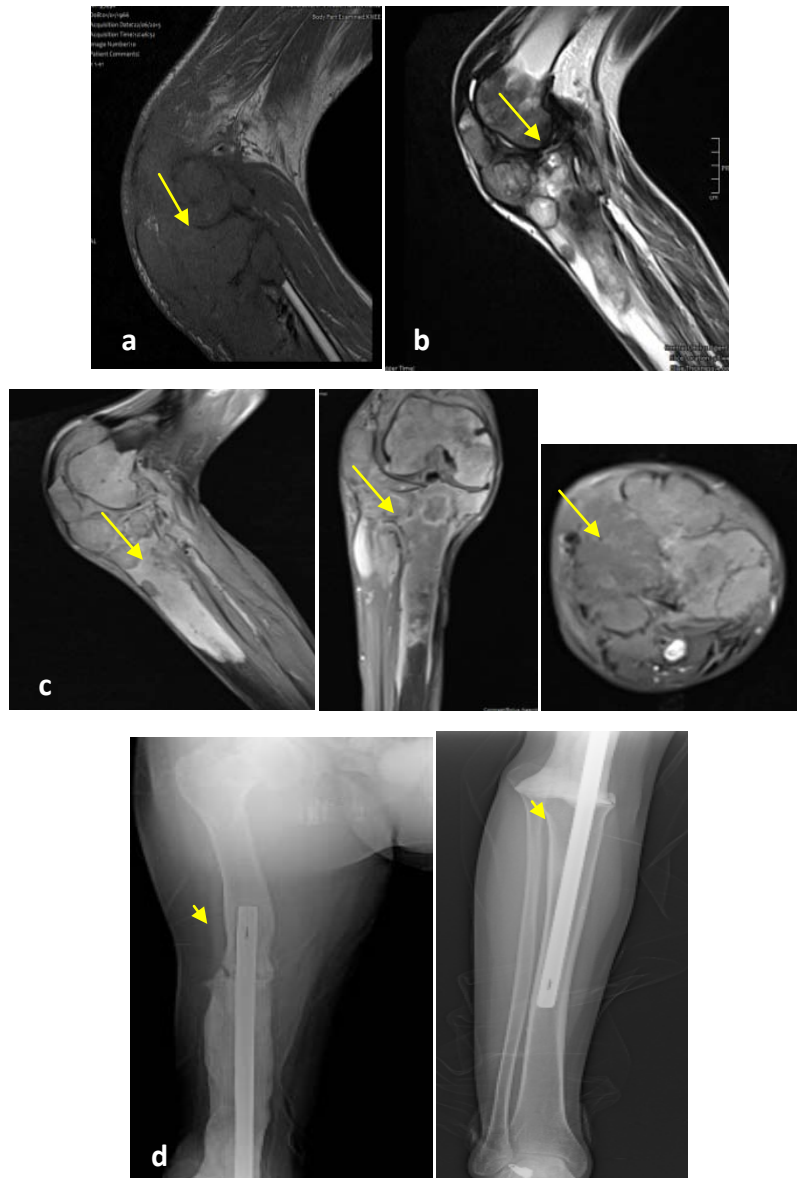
IRM du membre inférieur
